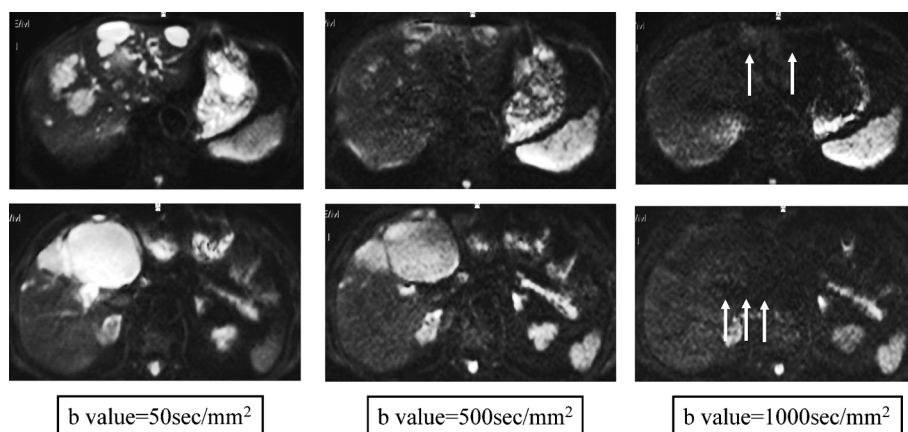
Difference of contrast constitution on low-b-value DWI and high-b-value DWI
